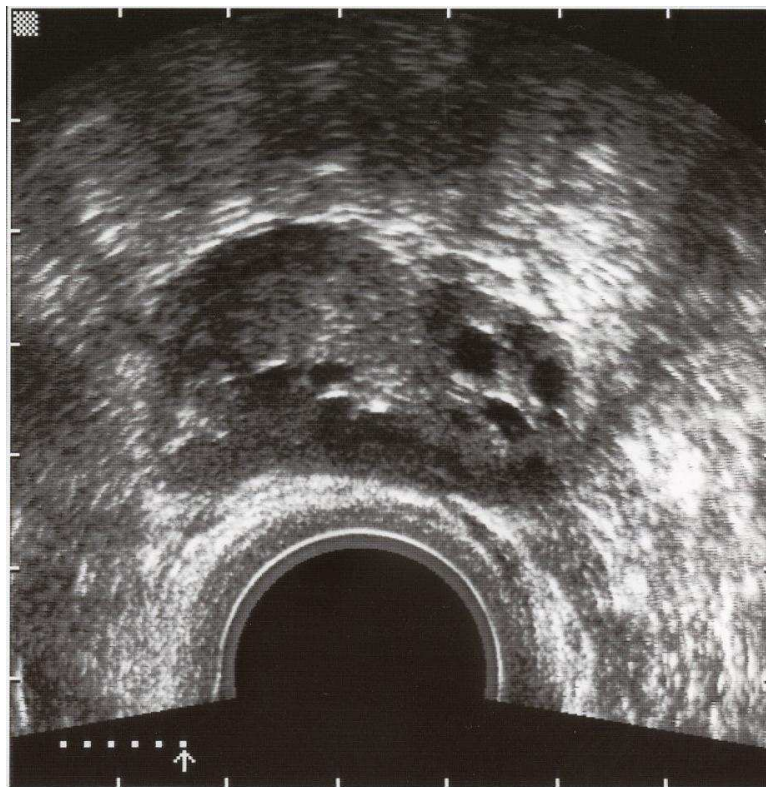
Transvaginalsonographische Darstellung eines polyzystischen Ovars: Das Ovar ist vergrößert und die subkapsulären Follikelzysten sind deutlich zu erkennen (Quelle: Universitäts-Frauenklinik Würzburg, 2004).
